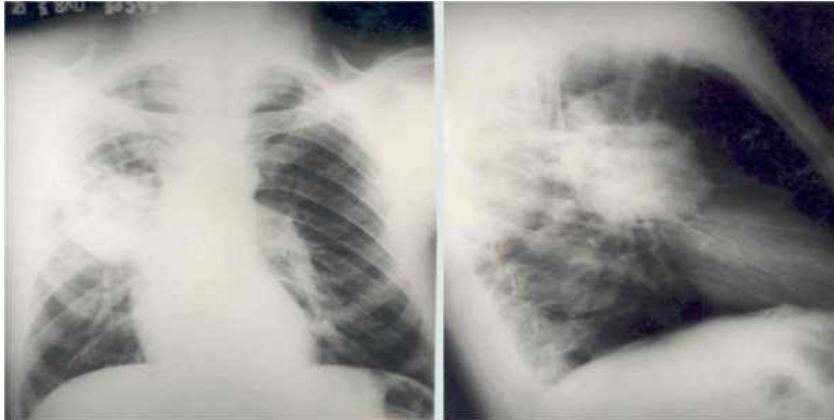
Radiografía de tórax en dos vistas. Localización: lóbulo superior derecho. Tipo histológico: carcinoma epidermoides. Operación: bilobectomía. Supervivencia: 3 años.
